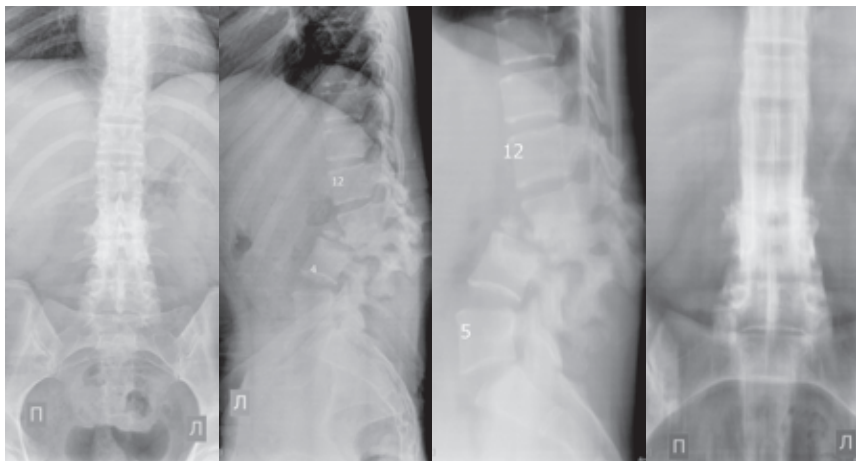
Обзорные рентгенограммы и томограммы поясничного отдела позвоночника. Определяется глубокая контактная деструкция с выраженным склерозом остатков тел позвонков на уровне L_I-L_{IV} . Тела позвонков разрушены L_I на $\frac{1}{2}$, L_{II-III} — субтотально до основания корней дуг, остатки тел находятся в фиброзном блоке, L_{IV} на $\frac{1}{3}$. Тела позвонков сближены между собой с формированием кифотической деформации. Угол кифоза 42° с вершиной на уровне остистого отростка тела L_{II} позвонка. Межтеловая полость деструкции содержит секвестры. Определяется тотальный ретролистез остатков тел блока L_I-III в сегменте L_{III-IV} , с компрессией позвоночного канала. Паравертебральные мягкие ткани утолщены превертебрально на уровне деструкции. Оба псоаса расширены
